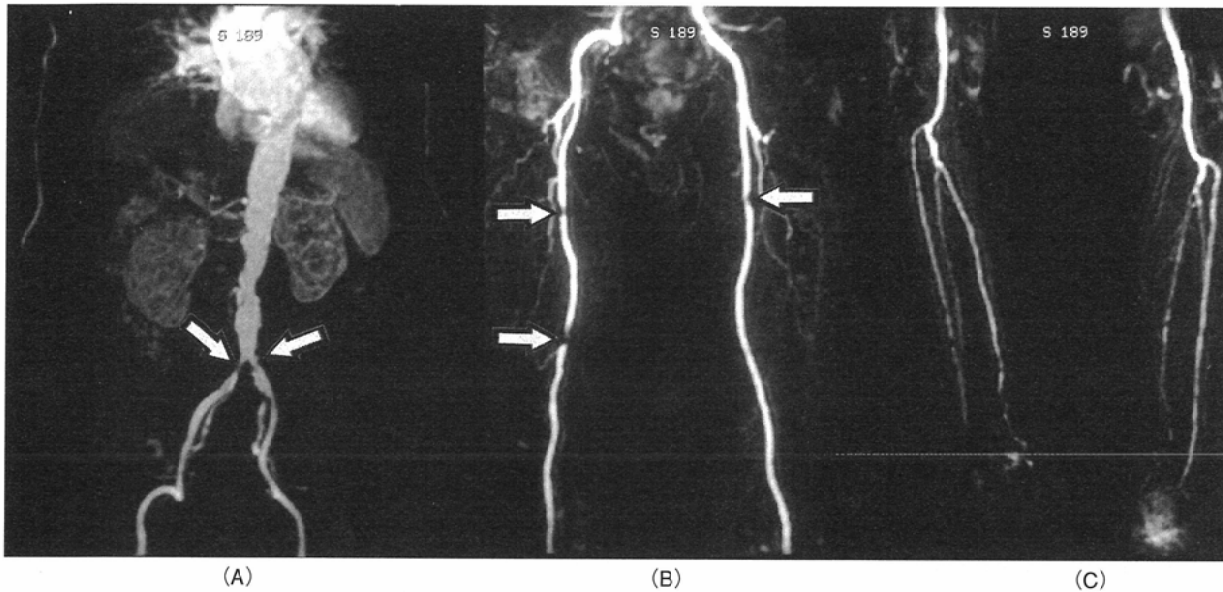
Moving-table MR angiograms in a 70-year-old man with arteriosclerosis (MR images from different image stations).
